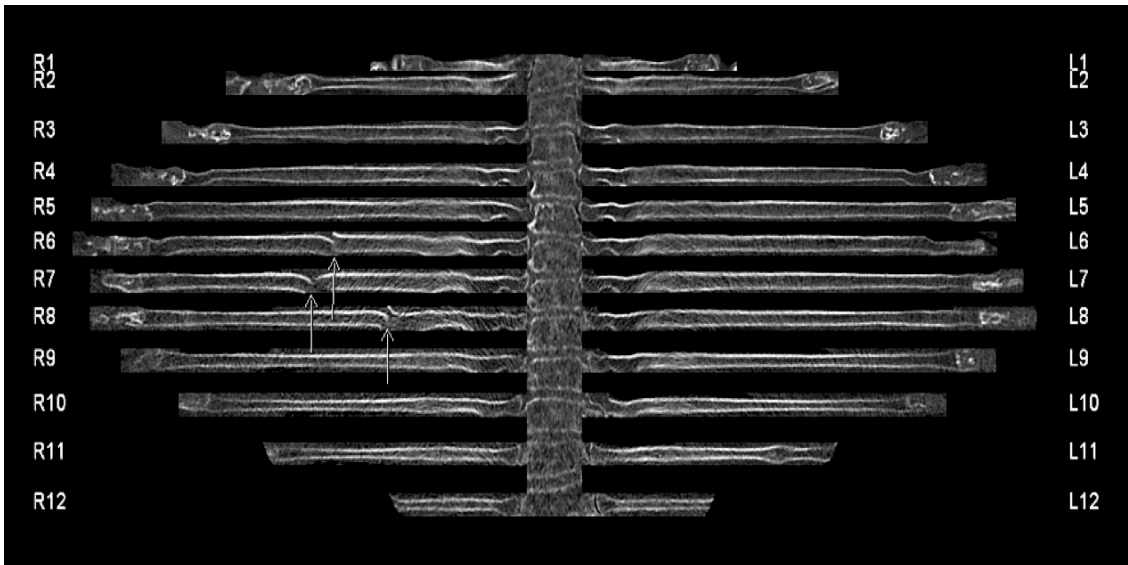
Durch CT-Post-Processing-Software berechnete aufgefaltete Darstellung der Rippen eines 88-jährigen Patienten mit traumatischen Frakturen der sechsten, siebten und achten Rippe rechtsseitig (Pfeile). Die Ansicht in einer Ebene kann die Befundungszeit im Vergleich zur Darstellung in axialen Schnittbildern erheblich verkürzen. Quelle: [20].
